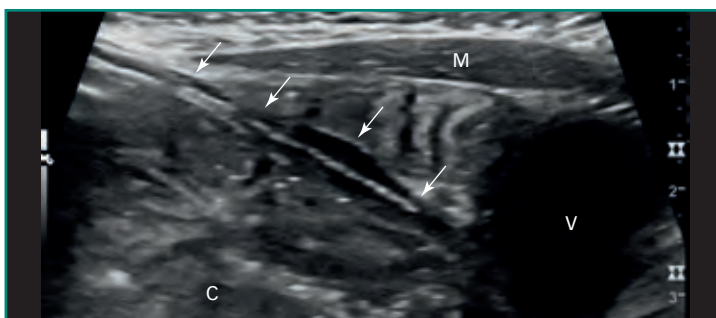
Uraco permanente. Neonato varón de 1 mes de edad con exudación de líquido amarillento de pH ácido desde el anillo umbilical. Imagen de ecografía abdominal con transductor lineal de alta frecuencia, con proyección sagital de la pared abdominal anterior, a la altura de la pelvis. La izquierda de la imagen es craneal, la derecha es caudal. Existe persistencia del conducto onfalovesical (flechas rojas). Dentro de este conducto existen numerosos pequeños focos lineales hiperecogénicos, compatibles con gas, indicativos de una luz permeable. V: vejiga; M: musculatura de la pared abdominal anterior; C: cavidad peritoneal.
